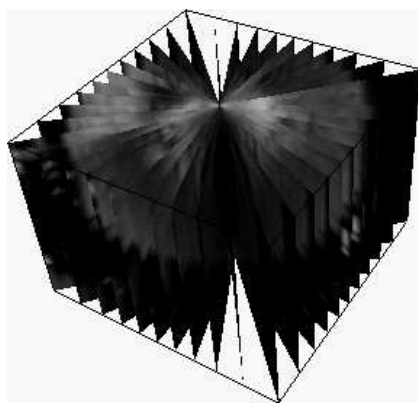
Échographie synchronisée (d'après [Sanchez-Ortiz et al. 1999])
